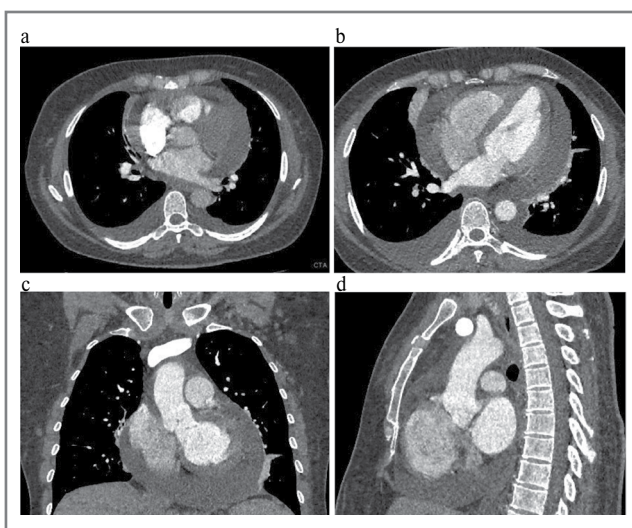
Компьютерная томограмма сердца больной К.:
